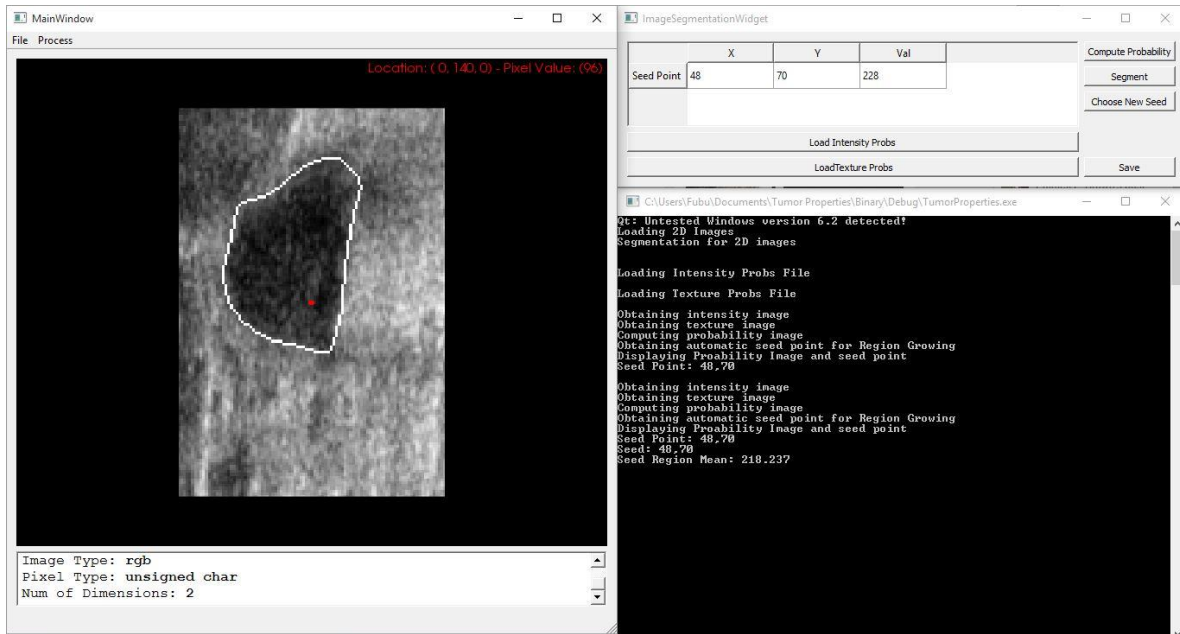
Software de segmentación de tumores de mama en imágenes de ultrasonido.
